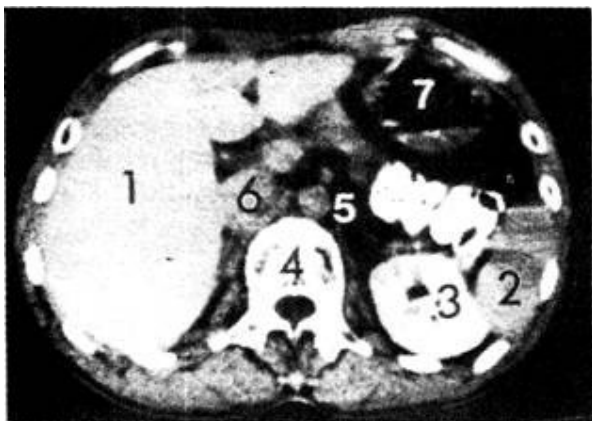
Комп'ютерна томограма з контрастуванням. Визначається печінка (1), селезінка (2), нирка (3), тіло хребця (4), аорта (5), підшлункова залоза (6) та шлунок (7).
